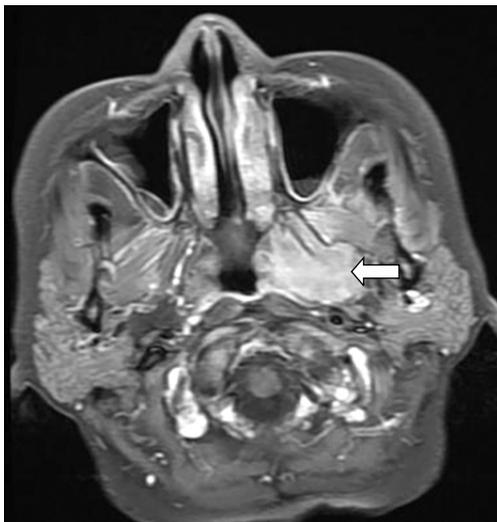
A brain MR image showing a soft tissue mass in the left pterygopalatine fossa (arrow).
